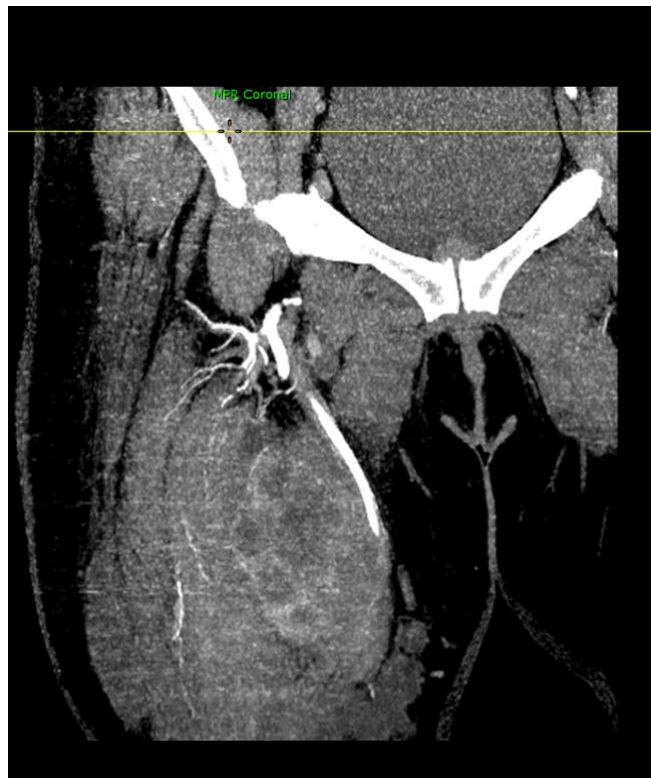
TDM de la cuisse droite en coupe sagittale C+
